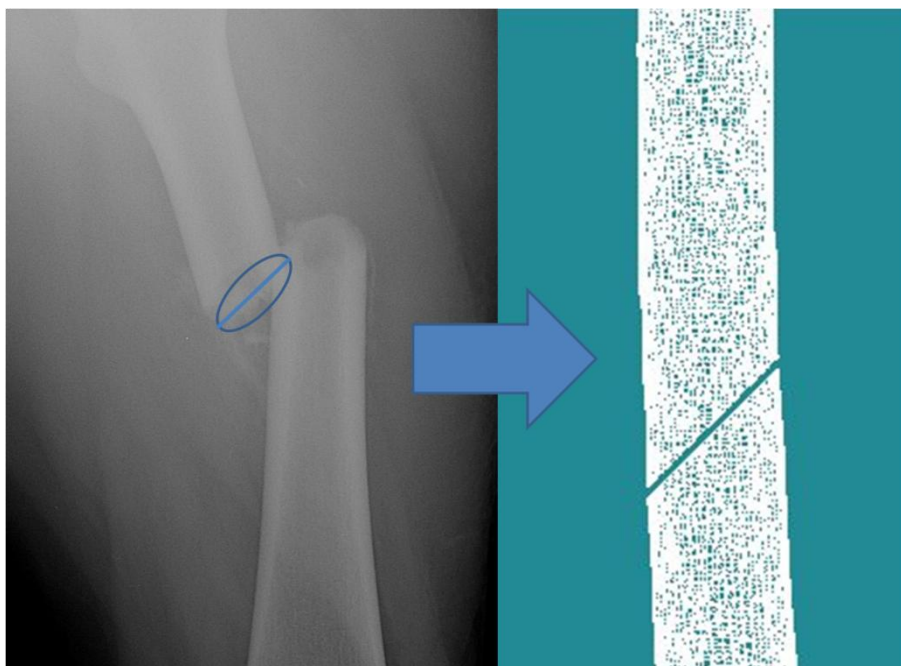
Рентгенограмма области перелома бедренной кости больного Н.
